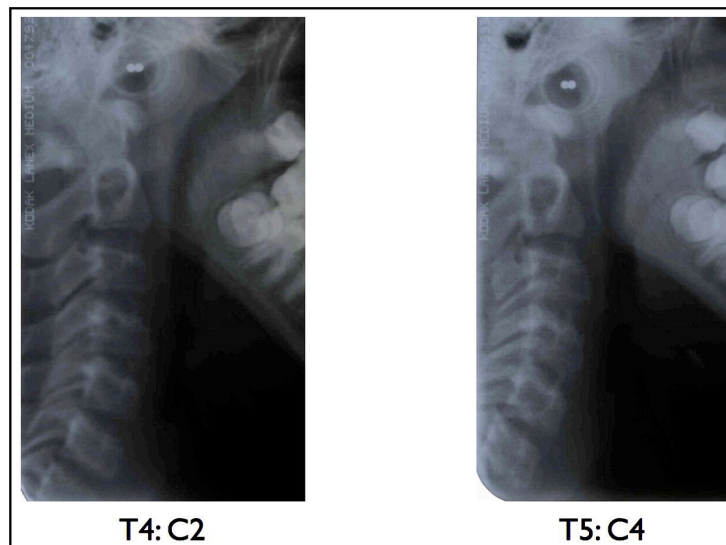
Radiografías de una paciente que se encuentra en la etapa 2 y un año más tarde se encontraba en la etapa 4. Tomada de Masoud y Cols. (2012).
